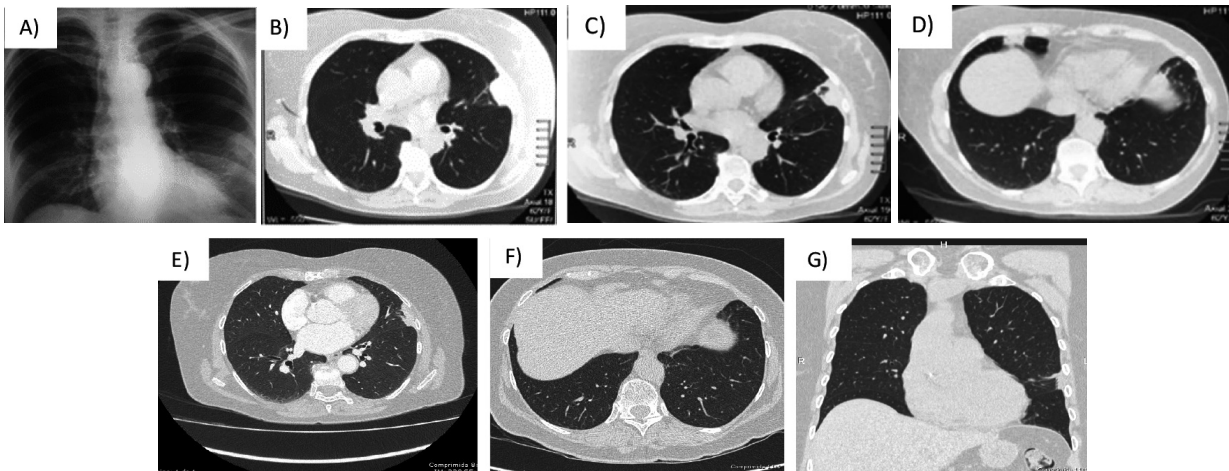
A) Rx. Tórax, frente. Se observa una opacidad de bordes ligeramente irregulares, que muestra proyección pleural/subpleural al nivel del 5o. arco costal izquierdo. No se identifican otras imágenes a consignar. B-D) Tomografía de tórax. Cortes axiales de tomografía computarizada, ventana de pulmón. Banda de aspecto adherencial/atelectásico en la base pulmonar derecha. Consolidación con broncograma aéreo a nivel del segmento lingular inferior, con amplio contacto pleural. E-G) Tomografía de tórax. Cortes axiales y coronales ventana de parénquima. Opacidad focal con contacto pleural asociado a tractos cicatrizales en llingula de menor tamaño con relación al estudio previo.
